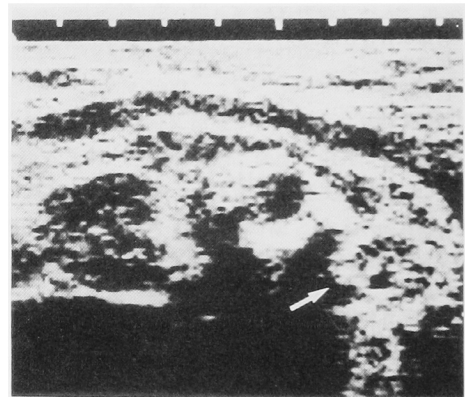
VUR の妊娠38週の超音波像。右腎に比べて矢印で示した左腎が小さく small kidney が示唆される。
